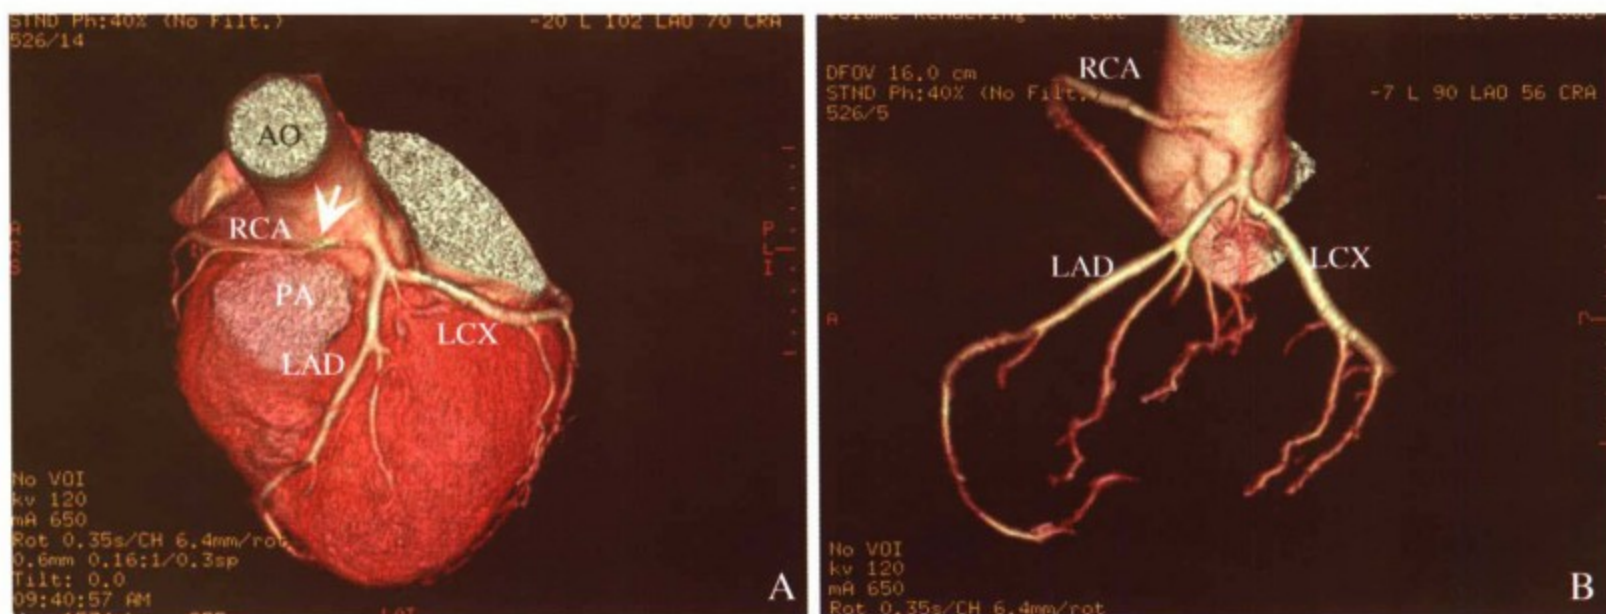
128层MSCT图像显示冠状动脉起源异常；A，VR重建图像显示右冠状动脉（RCA）起源于于左冠状动脉窦的右上方（箭头所指），RCA 锐角发出后走行于主动脉（AO）和肺动脉（PA）之间，前降支（LAD）和回旋支（LCX）走行正常；B，同一患者的128层螺旋CT显示的血管树，RCA 偏小，LCX 粗大
